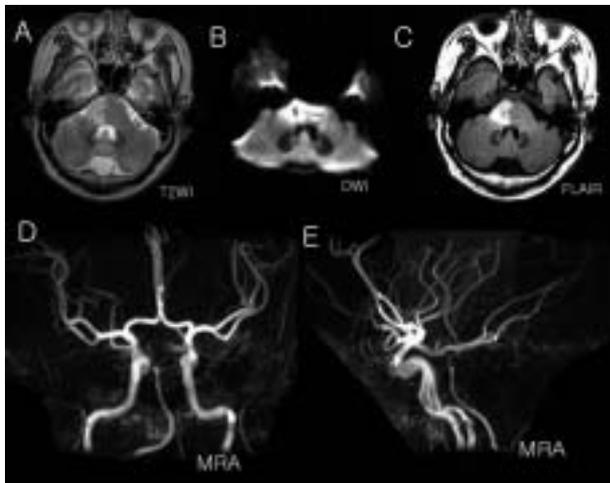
Follow-up MRI and MRA taken 7 days after the initiation of steroid pulse therapy. (A-C) T2WI, DWI, FLAIR map show abnormal signal in the right basis pontis. The lesions are not changed in size. (D-E) The significant improved flow of the basilar artery on MRA is noted.
